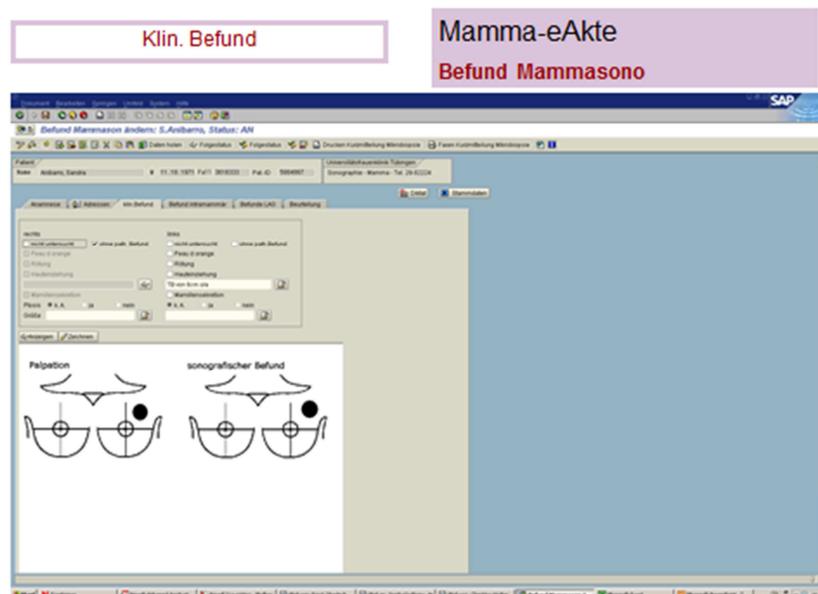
Befund der Mammasonographie [mit freundlicher Genehmigung von S. Brucker, Universitätsfrauenklinik Tübingen]
